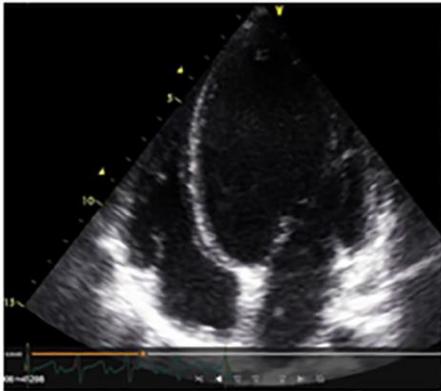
Ecocardiograma registrado en un paciente con taquicardiomiopatía. Posición apical de 4 cámaras con registro en diástole. Se encuentra dilatación marcada del ventrículo izquierdo con patrón esferoidal, aumento de volúmenes, disminución de la fracción de eyección y no hay hipertrofia compensadora.
